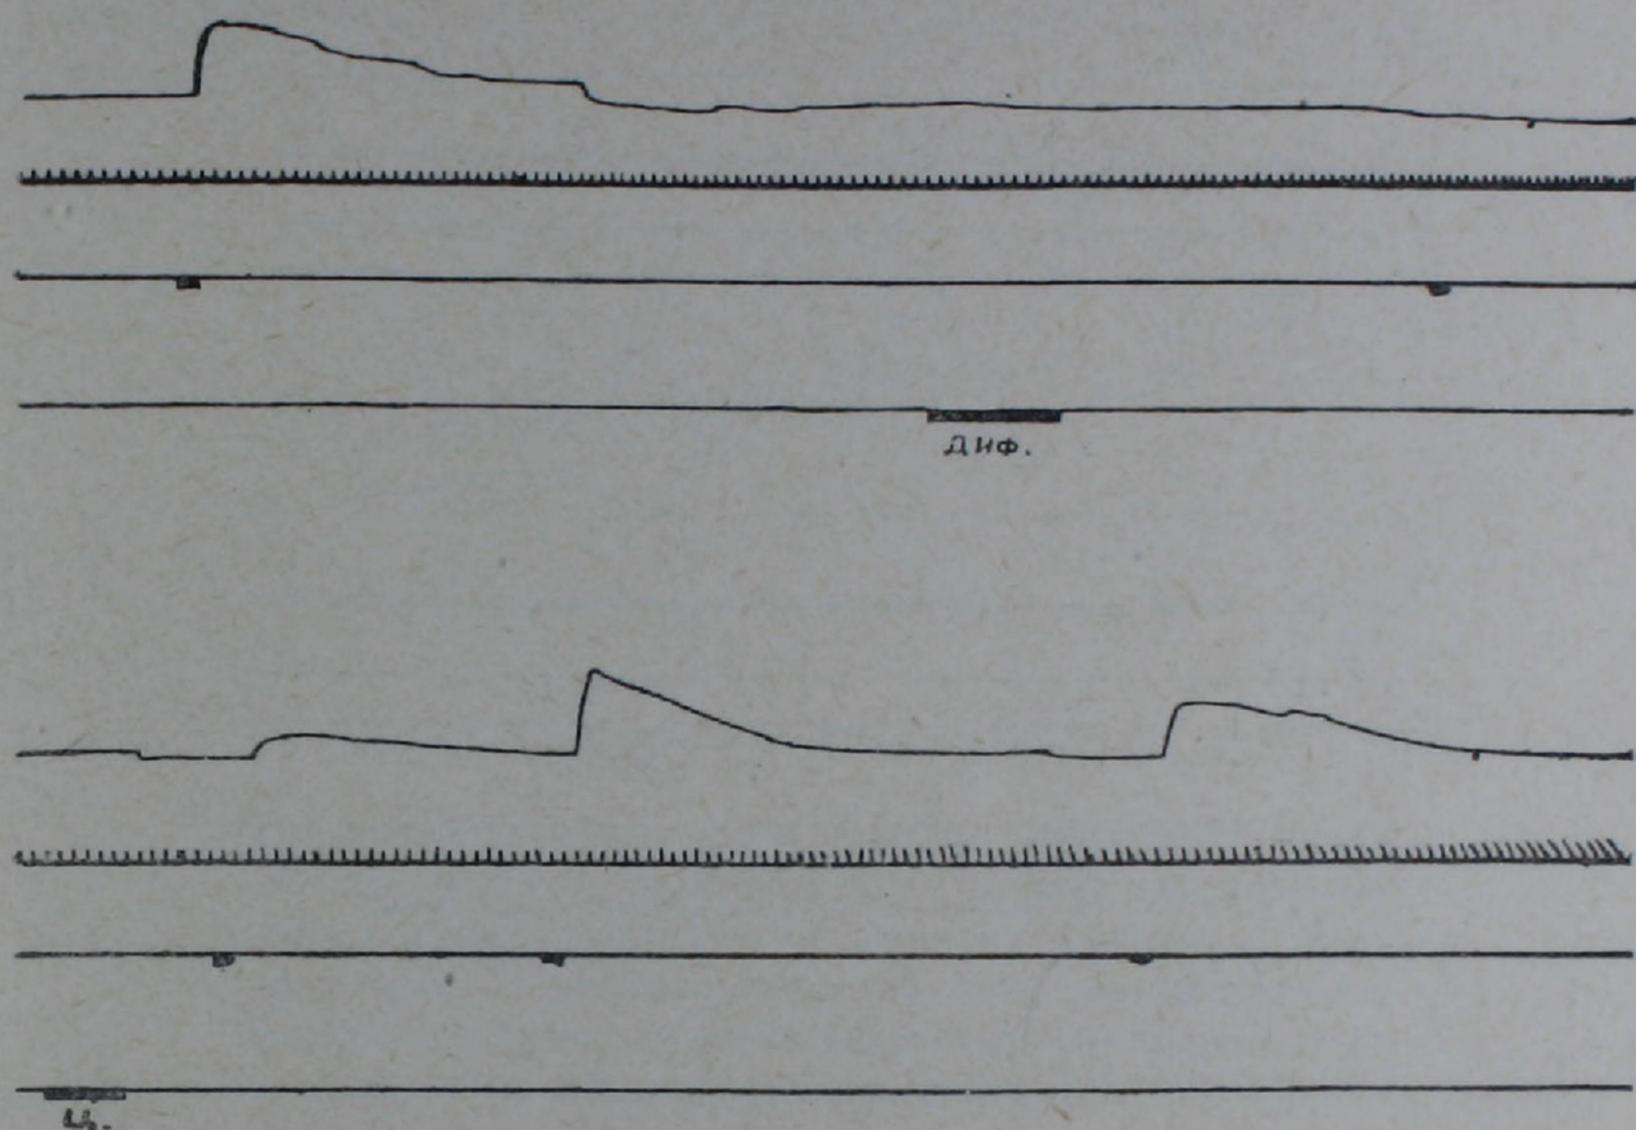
Восстановление проведения импульсов цистеином в условиях ганглионарной блокады дифацилом. Сверху вниз: запись сокращения третьего века, отметка времени (3 сек.), отметка электрического раздражения преганглионарного симпатического нерва на шее, отметка введения в ток перфузии ганглия химических раздражителей.
